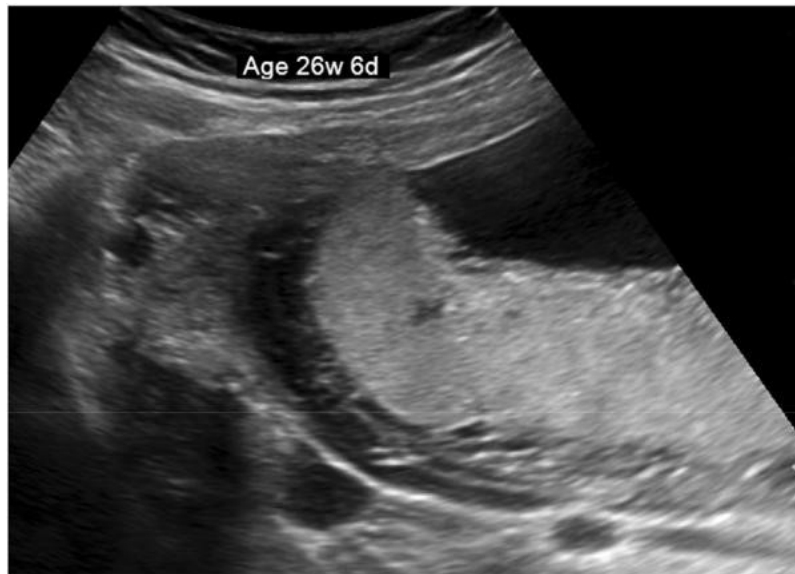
Échographie d'un placenta normal de 26 semaines de gestation et 6 jours [38].
